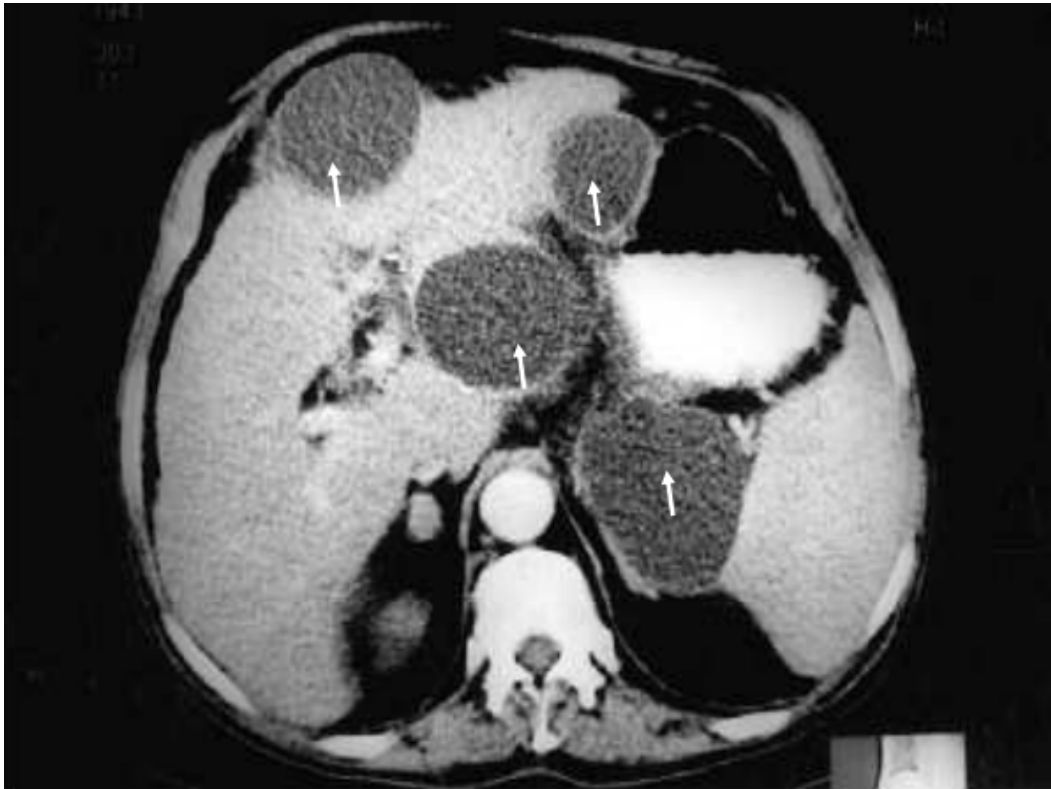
[73] : TDM montrant de multiples faux kystes (Flèches) : sous capsulaires hépatiques et spléniques.
